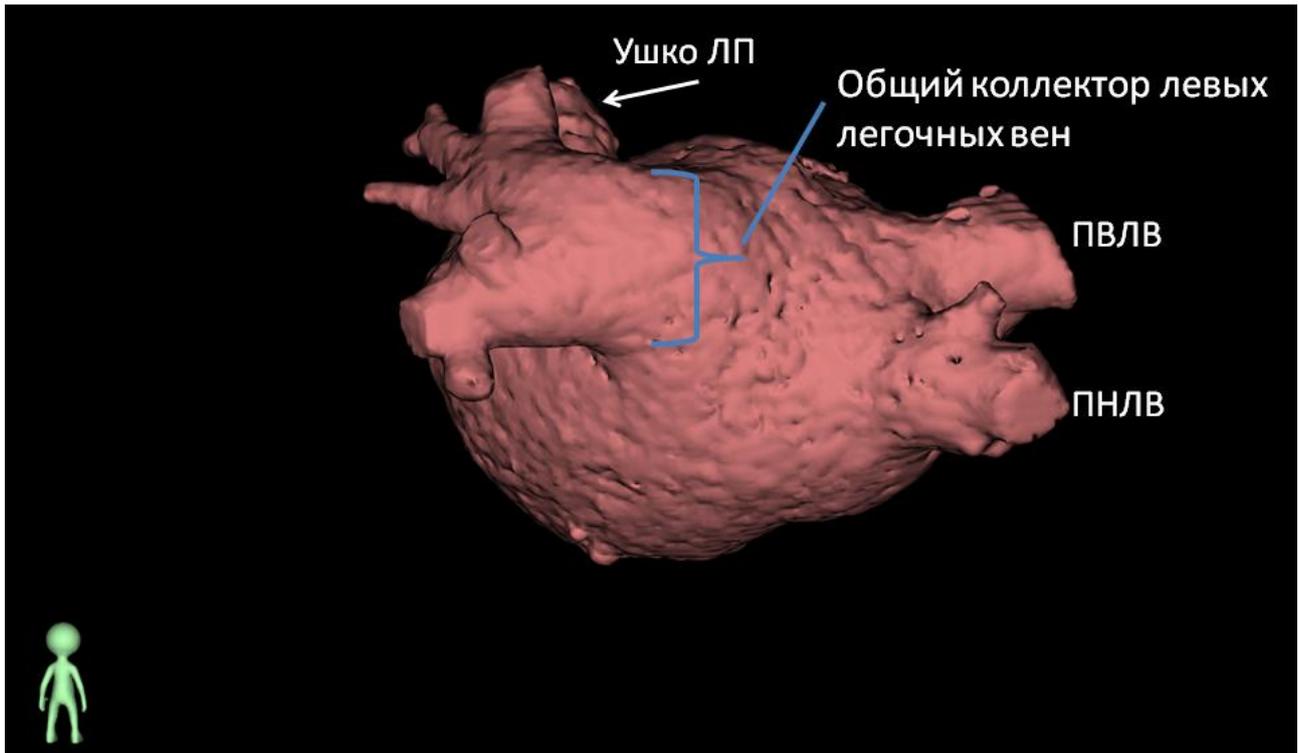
Объемная реконструкция левого предсердия на основе МСКТ с контрастированием у пациента с общим вестибюлем ЛВ слева. Задне-передняя проекция. ПВЛВ – правая верхняя легочная вена, ПНЛВ – правая нижняя легочная вена.
